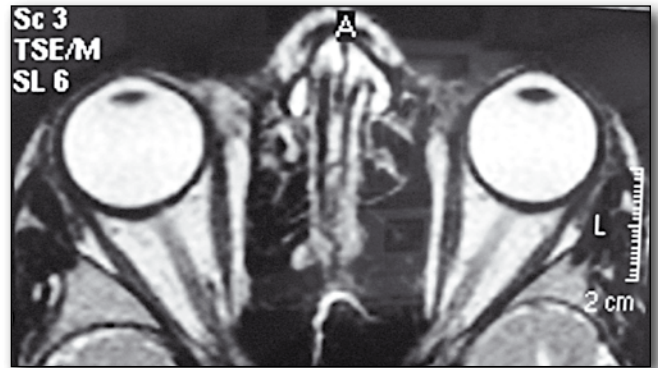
MRI of the orbits before treatment after injection of contrast, horizontal plane. Enhancement of the enlarged muscle.
